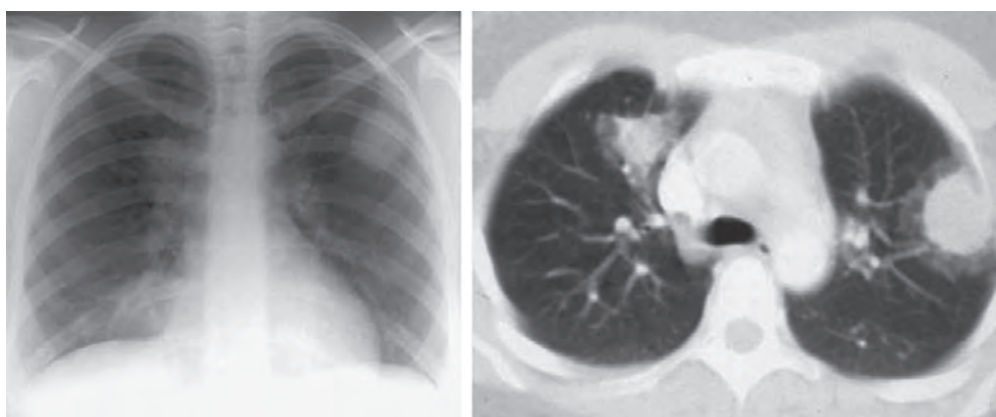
Рентгенограмма грудной клетки: округлая тень в проекции верхней доли левого легкого и участок уплотнения в парамедиастинальных отделах справа. Мультиспиральная компьютерная томограмма грудной клетки: два участка уплотнения легочной ткани в верхних долях обоих легких, окруженные зонами «матового стекла» (симптом венца)
